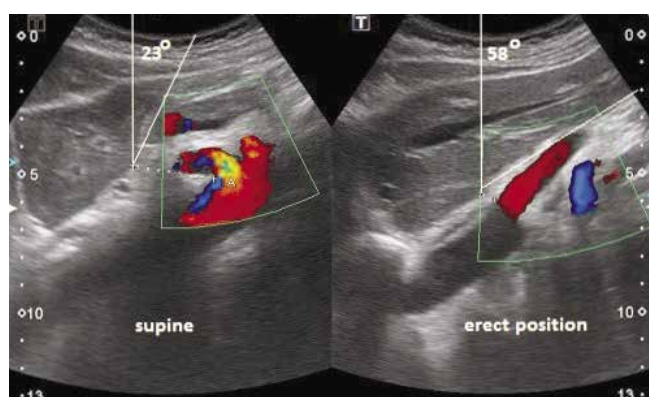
18-letnia kobieta z MALS. Po stronie lewej sonogramu obraz anomalii uzyskany w pozycji leżącej, a po stronie prawej – w pozycji stojącej
